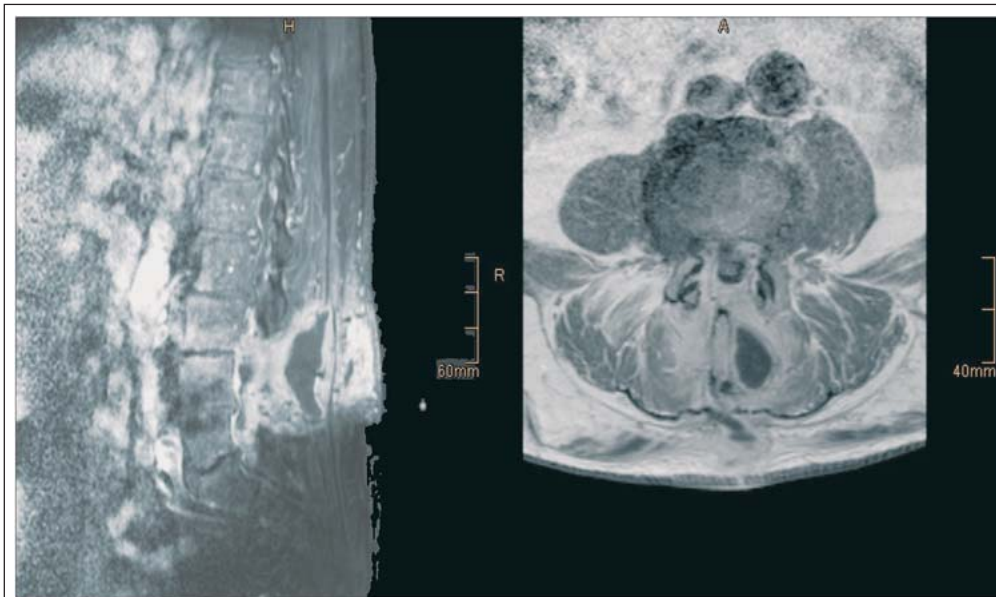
Kernspintomographische Aufnahmen der LWS (SPIR mit Kontrastmittel, sagittal geschichtet und in T1 mit Kontrastmittel, horizontal geschichtet): Nachweis entzündlicher Veränderungen in LWK 3 und LWK 4 links paramedian.
